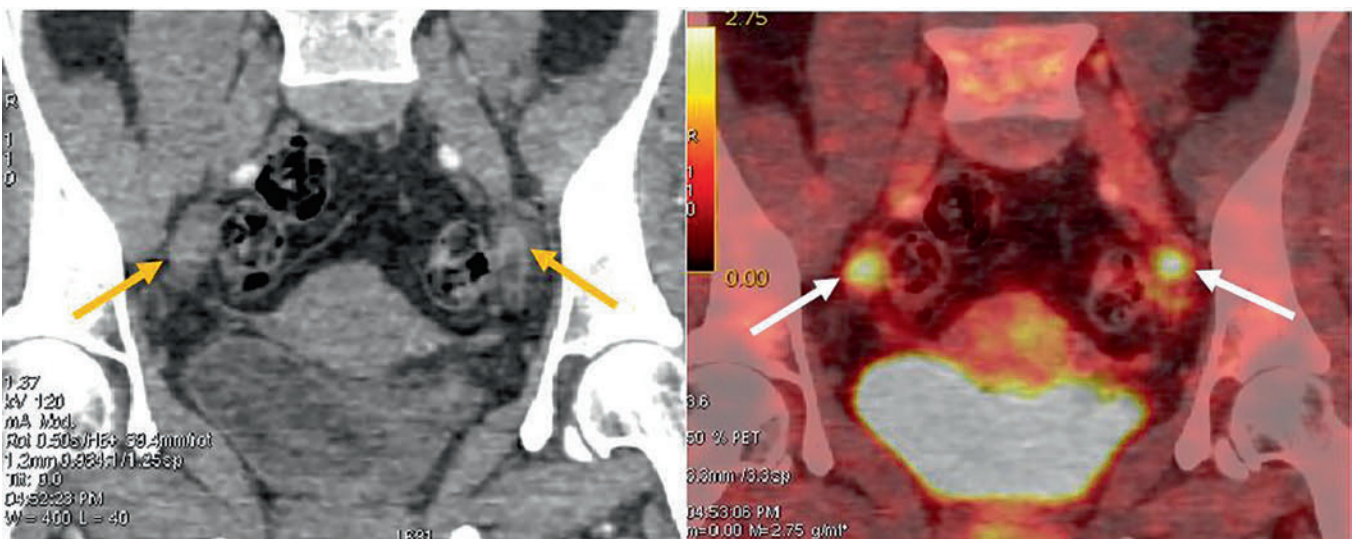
ПЭТ-КТ пациентки в дебюте заболевания. Визуализируются метаболически активные лимфатические узлы (стрелки) по ходу внутренних подвздошных сосудов справа с SUVlbm max 2,3
